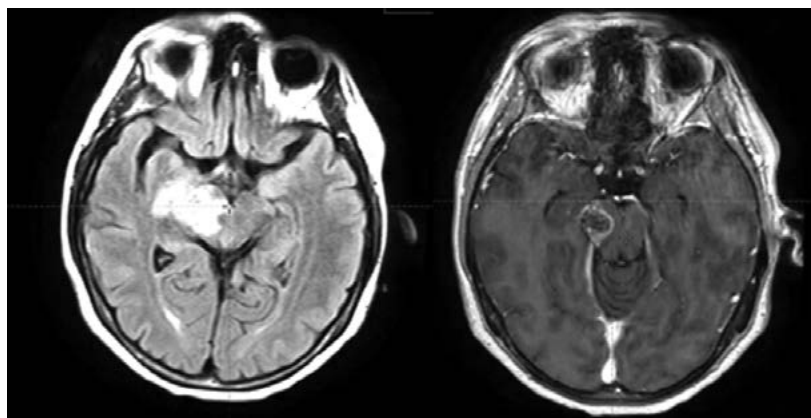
МРТ головного мозга: импульсные последовательности T2 Flair и T1 с контрастированием
